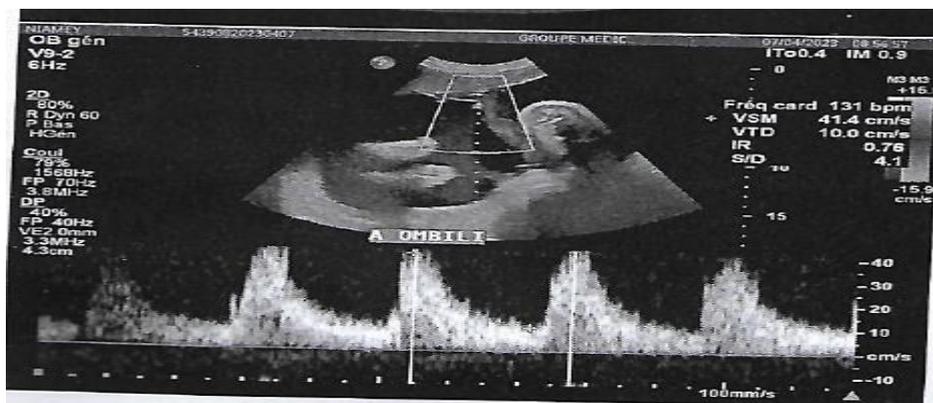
Echographie obstétricale avec Doppler ombilical IR =0,76
